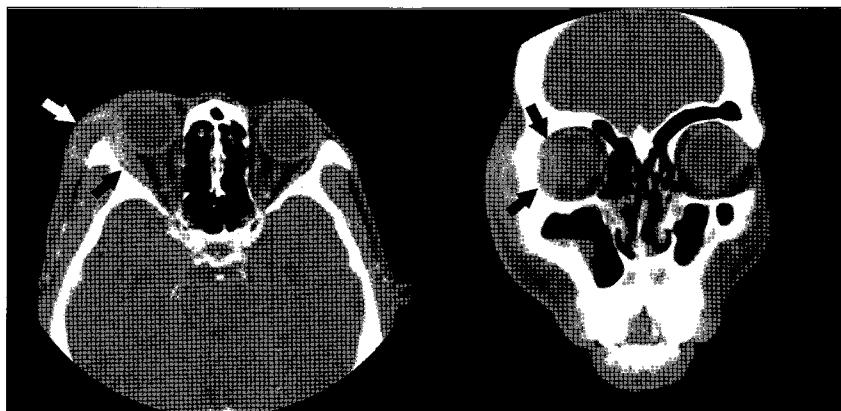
CT scans show the lateral subperiosteal abscess in the right orbit.
